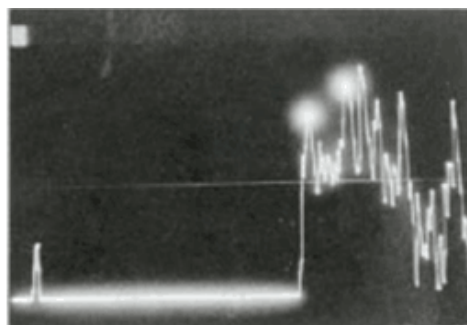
Ecografía OD Modo A.
